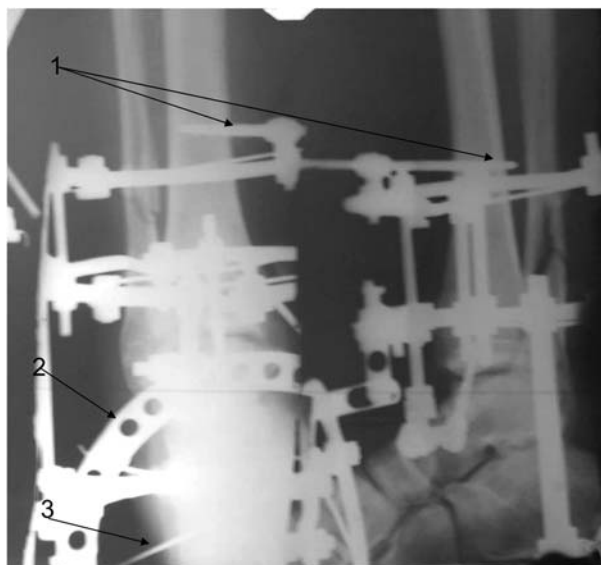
Рентгенограммы правого голеностопного сустава в процессе лечения: 1 - стержневой остеофиксатор; 2 - полукольцевая опора; 3 - спицевые фиксаторы
